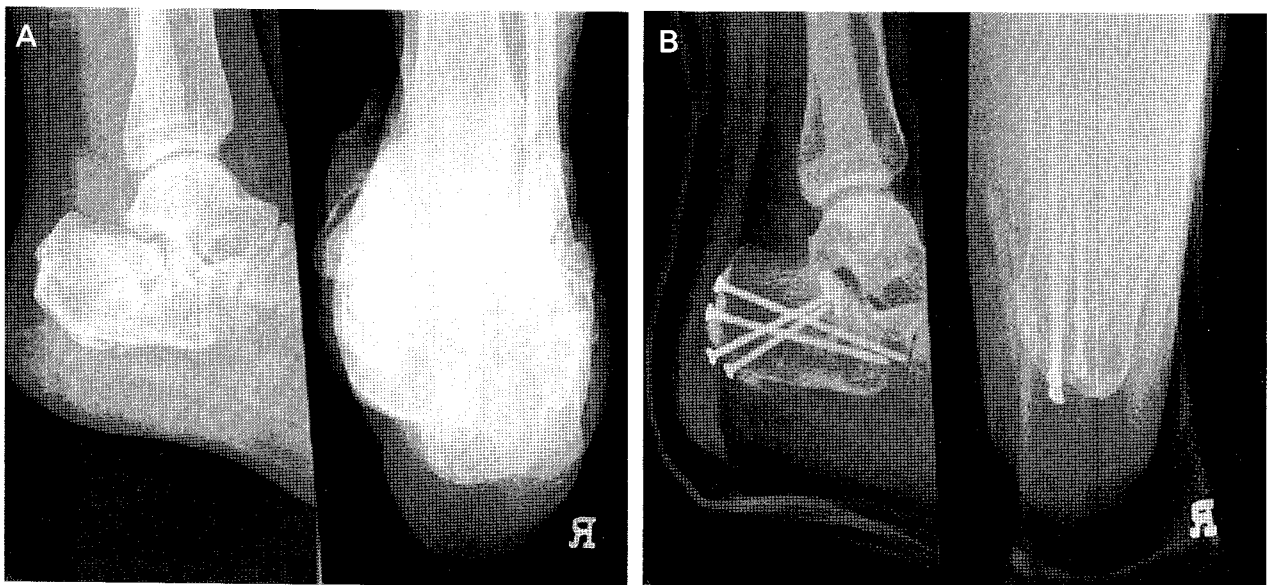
Comparison between preoperative and postoperative radiograph. (A) Preoperative AP and lateral radiograph. (B) Postoperative AP and lateral radiograph.
